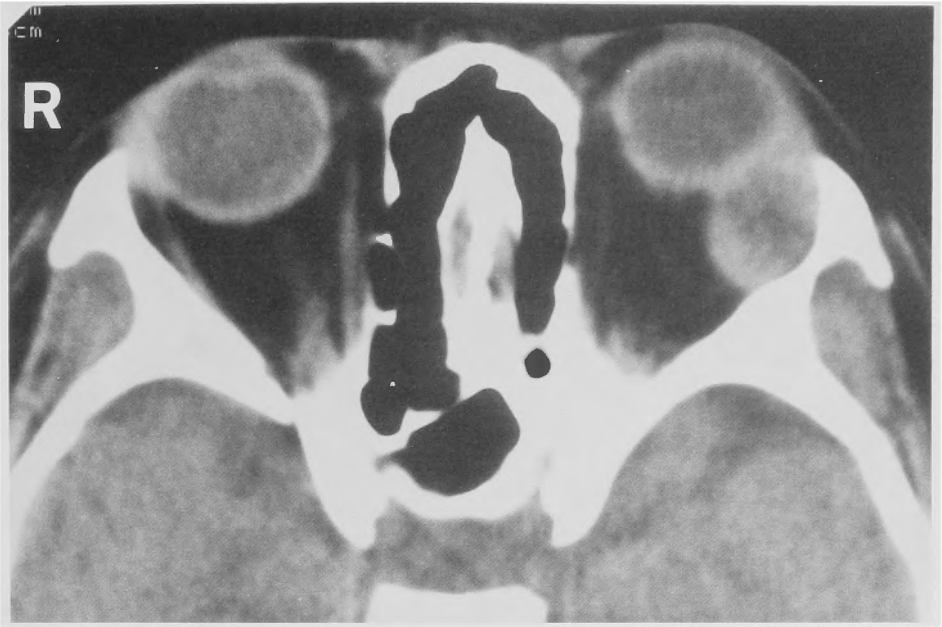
Plain CT scan shows a mass with iso-density in the periphery and low density in the center in the lateral portion of the left orbital cavity. Left eyeball is protruded.
